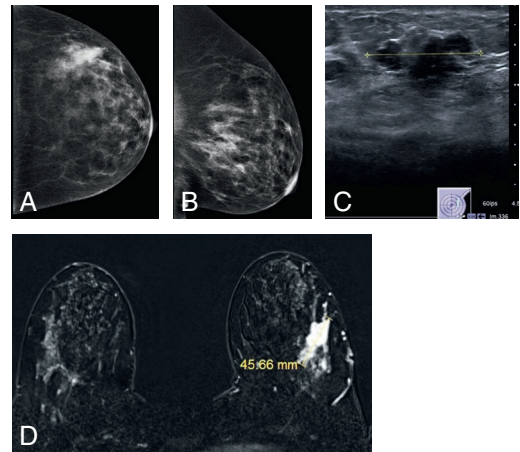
Surestimation de la taille lésionnelle par IRM.
